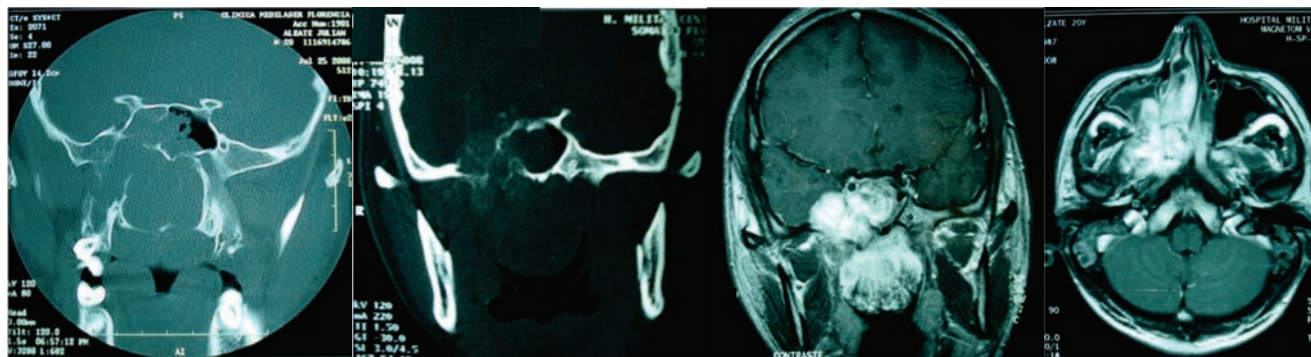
Nasoangiofibroma que ocupa la fosa nasal derecha y el seno esfenoidal ipsilateral. Hay erosión de la apófisis pterigoides. En cortes adicionales se evidencia el defecto de la pared lateral del seno esfenoidal por lo que la sospecha de extensión intracraneana es confirmada con resonancia magnética.
